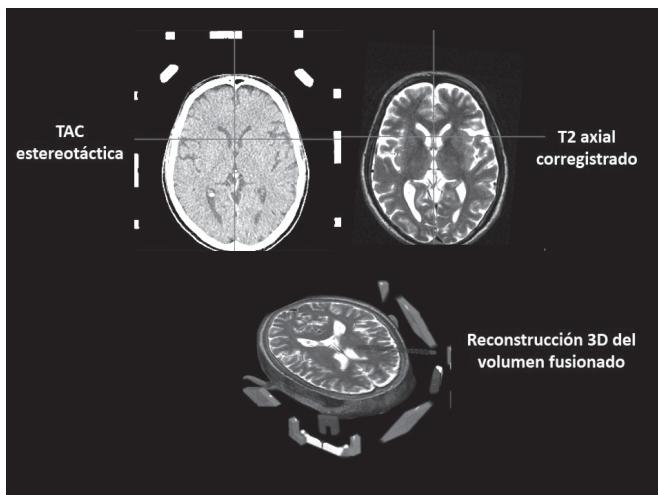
Corregistro de imágenes estructurales de RM de TAC. Reconstrucción 3D del volumen de datos de imágenes fusionados.
